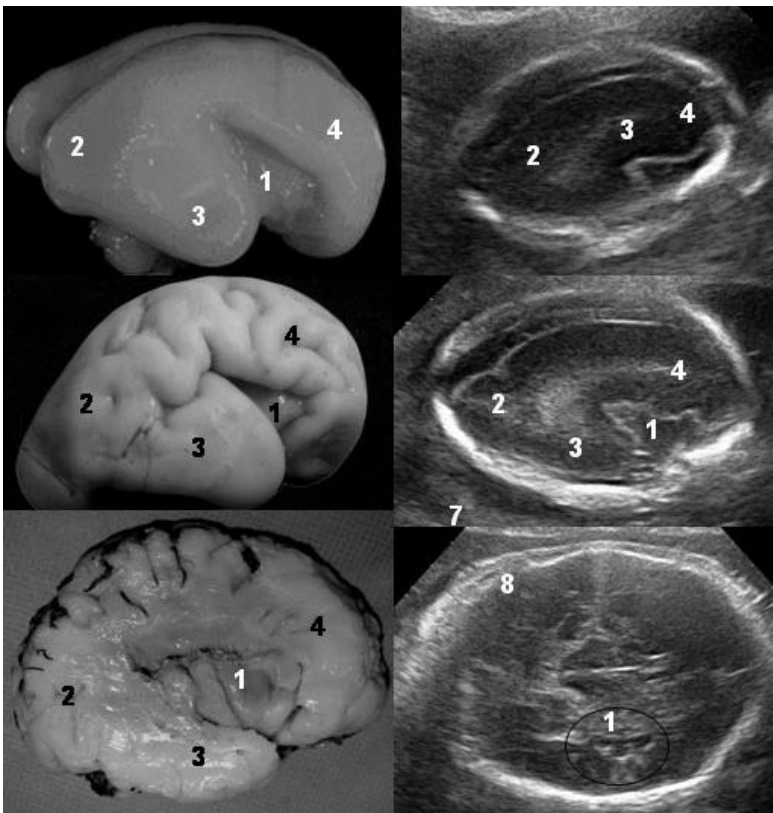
Piezas anatómicas e imágenes ecográficas donde se observa la superficie de la corteza cerebral, lisa al inicio del embarazo. 1: Lóbulo de la Insula, 2. Lóbulo Occipital, 3. Lóbulo Parietal, 4: Lóbulo Frontal. Las imágenes ultrasonográficas 2 y 4 son parasagitales y la 8 es un plano axial con la insula incluida en círculo negro.
